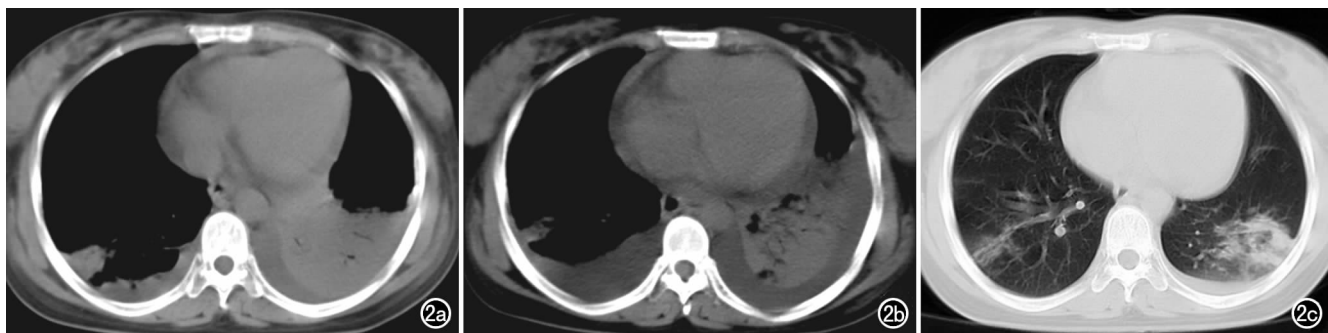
病例 2, 女, 26 岁, 剖宫术后 1 天, 确诊为甲型 H1N1 流感(危重型)。a) 入院 CT 片示左肺下叶呈实变影, 见充气支气管征。右肺下叶靠背侧胸膜处小片状实变影, 双侧胸腔积液及心包腔少量积液; b) 治疗 3 天 CT 片示双侧胸膜腔及心包积液增多, 左肺下叶实变影并受压萎陷; c) 治疗 10 天 CT 片示双肺下叶后基底段仍见斑片及片状影, 左侧胸膜腔仍见少量积液, 右肺仍见条索状影。
